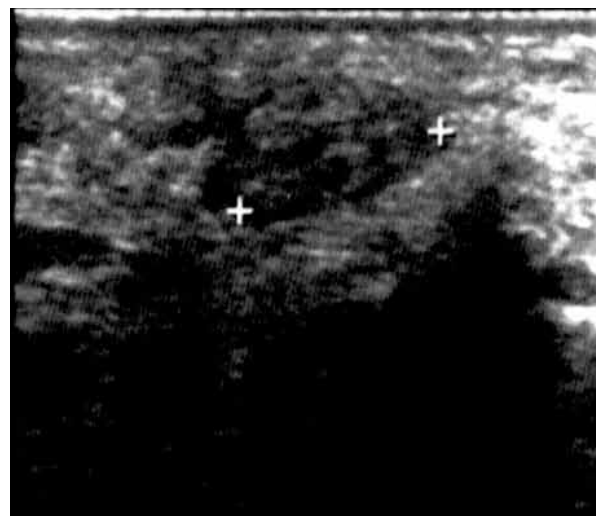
Ecografía de rodilla: tofo blando.
